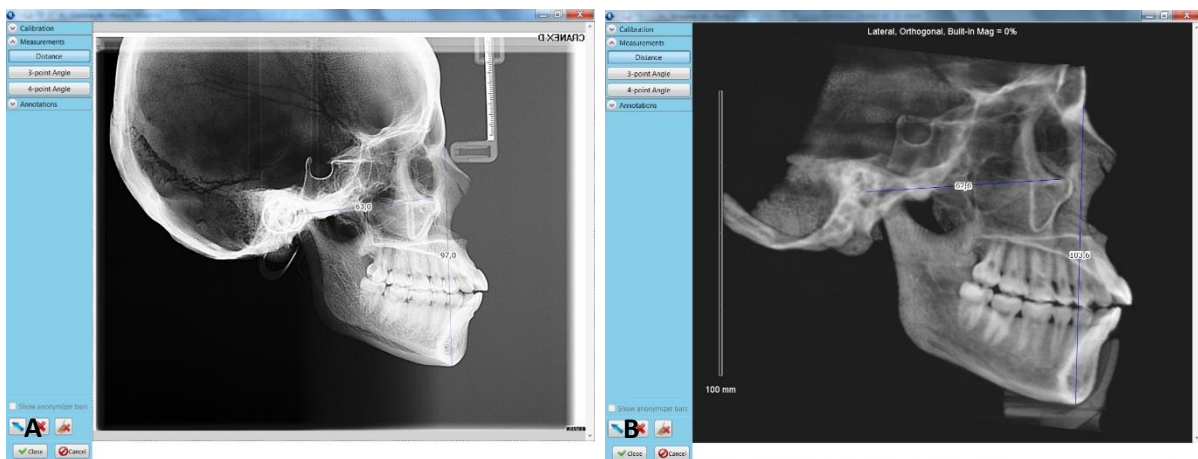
Medidas realizadas na telerradiografia em norma lateral (A); Medidas realizadas na RS da hemi-face esquerda (B)
